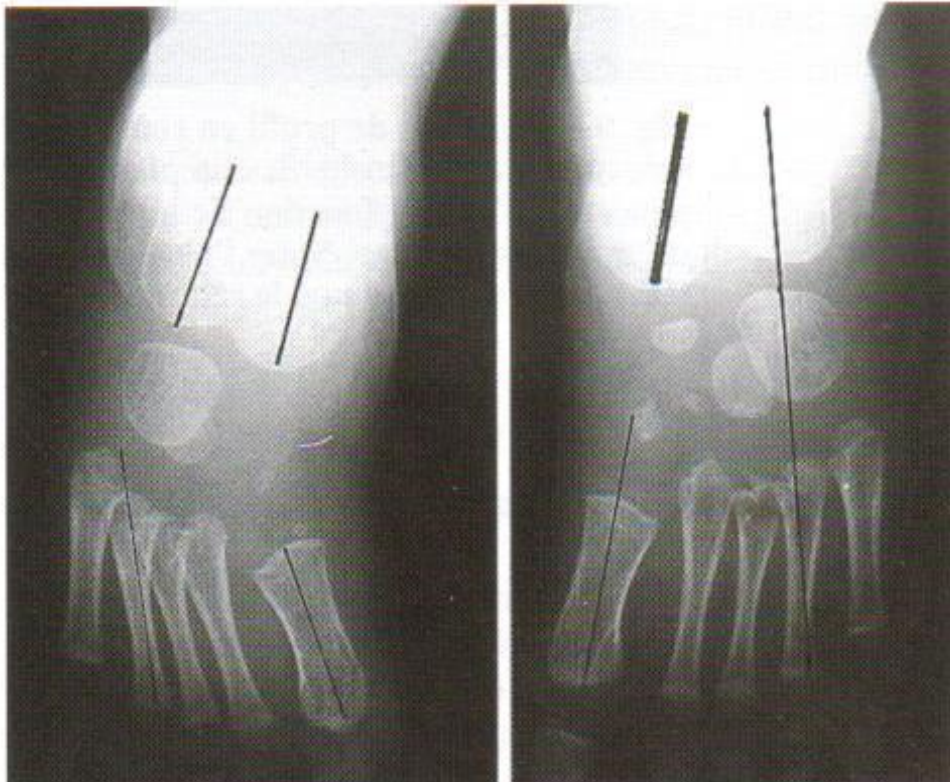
Radiographie dorso-plantaire, à gauche PBVE, à droite pied normal
